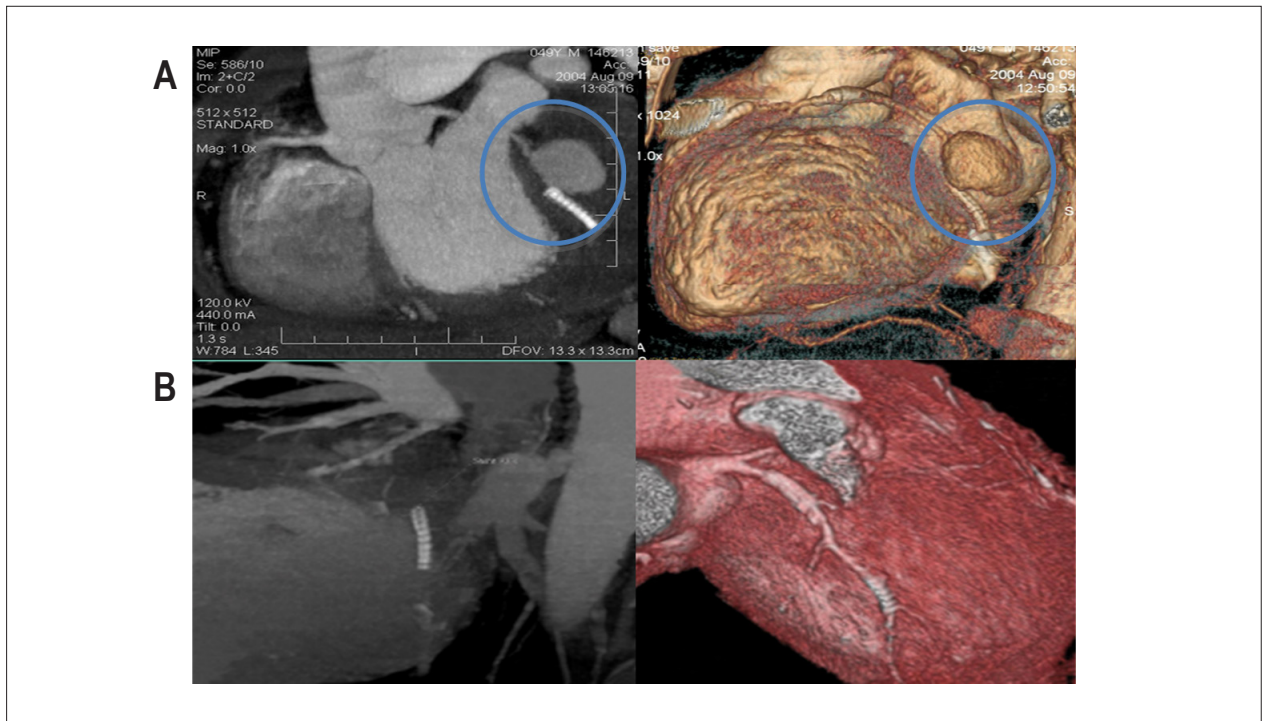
A - Angiotomografia axial computadorizada com ampla dilatação aneurismática em segmento proximal da artéria circunflexa antes do stent⁶. B - Controle que mostra o desaparecimento do aneurisma⁷.
